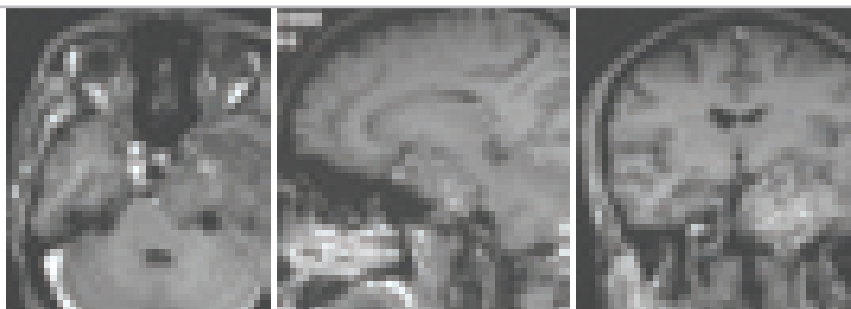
Хондрома. T1-взвешенные МРТ-изображения с контрастным усилением. Больной 36 лет.
